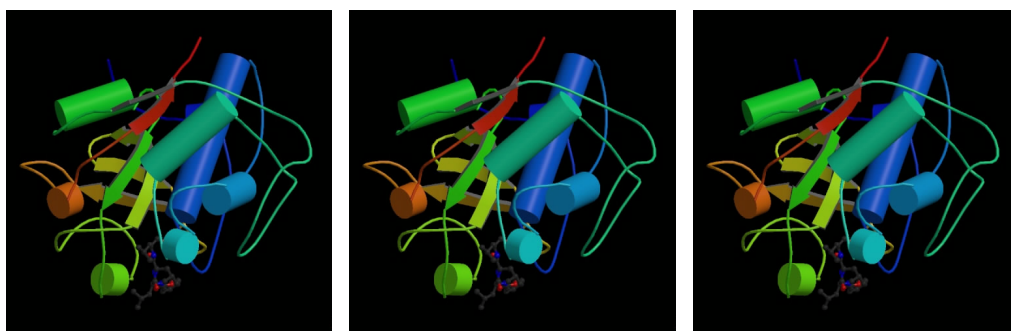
Röntgenkristallographische Darstellung von Papain, Trypsin und Chymotrypsin (82)
